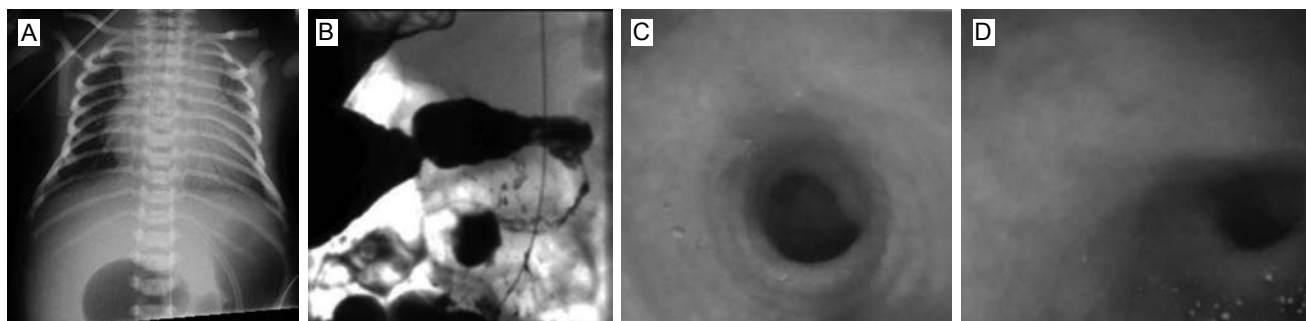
(a) Radiografía de tórax donde incidentalmente se identifica dilatación del estómago y del duodeno. Se realiza serie gastroduodenal donde se observa imagen del duodeno en forma de “señal de cono de aire” (b). El estudio endoscópico muestrea la dilatación proximal del duodeno (c) y la estrechez debido a una membrana identificada con mayor afección en la parte superior (d).
